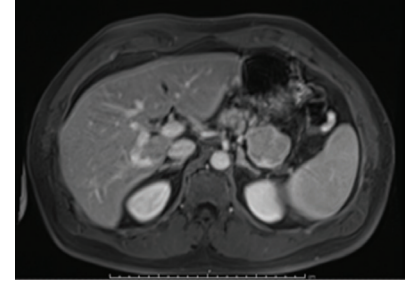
Magnetresonanztomographie des Oberbauchs zur Erweiterung der Diagnostik bei V.a. Pankreastumor.
